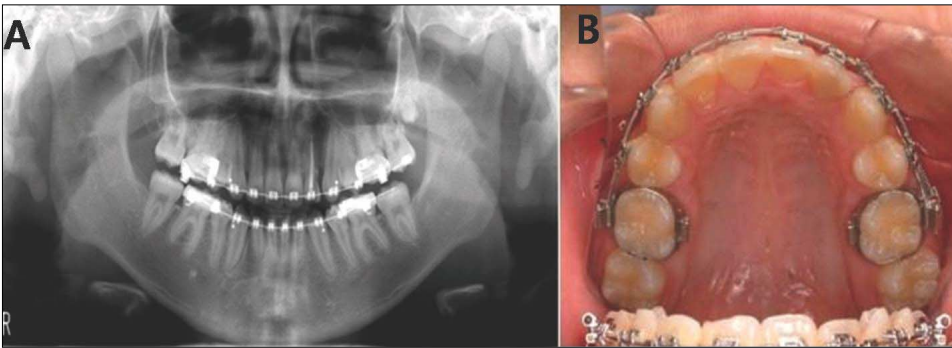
2 years later. Panoramic radiograph(A), Intraoral radiograph(B).
